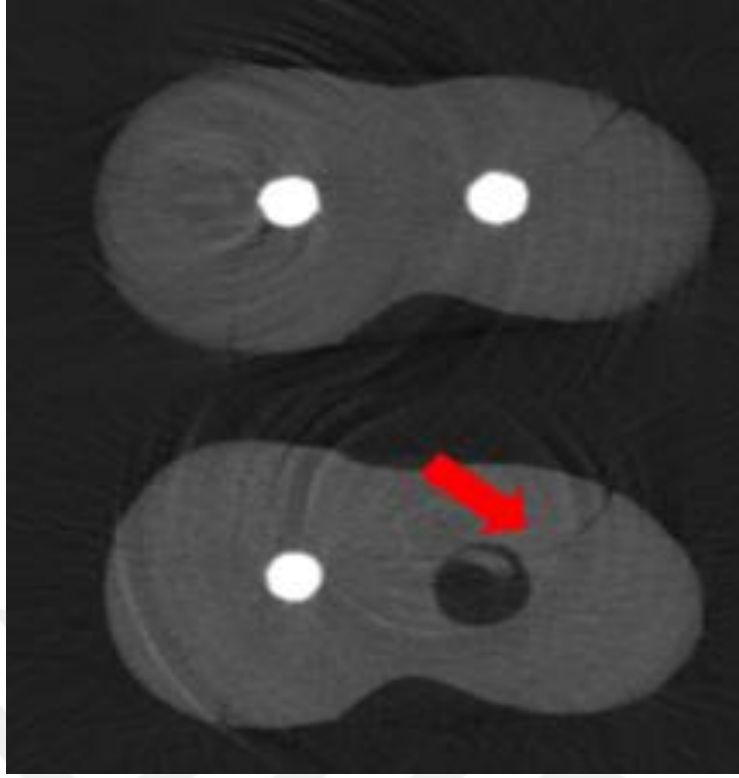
RelyX-2/3 grubuna ait bir örneğin post preparasyonu öncesi ve sonrasına ait μ BT tarama görüntüleri izlenmektedir. Yeni oluşan bir çatlak görülmektedir.
